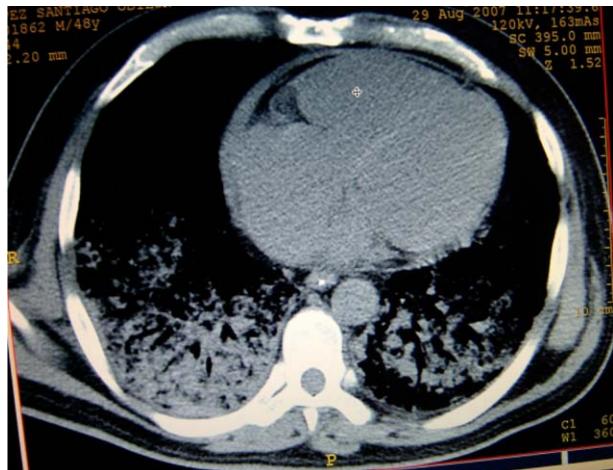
TAC simple de tórax en donde se observan imágenes de ocupación alveolar bilaterales, de predominio derecho.
